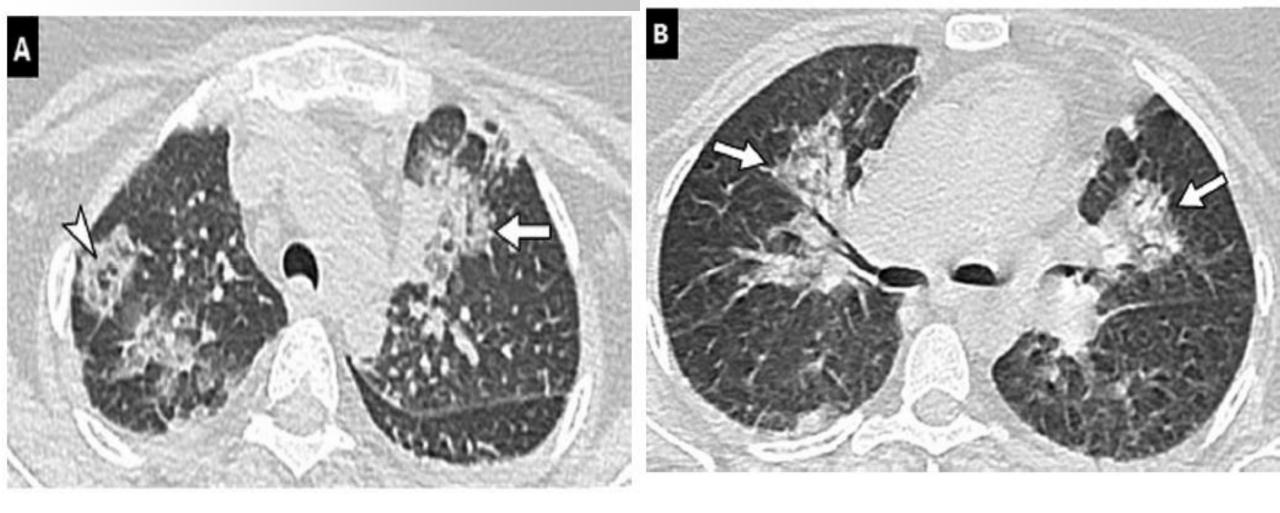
Unenhanced CT examination in a 26-year-old woman with COVID-19 pneumonia. Unenhanced CT image of the chest (lung window: W1600/L-500 HU) in the axial plane reveals apical and perihilar predominant pulmonary lesions (arrows) with a "reverse halo sign" (arrowhead).
